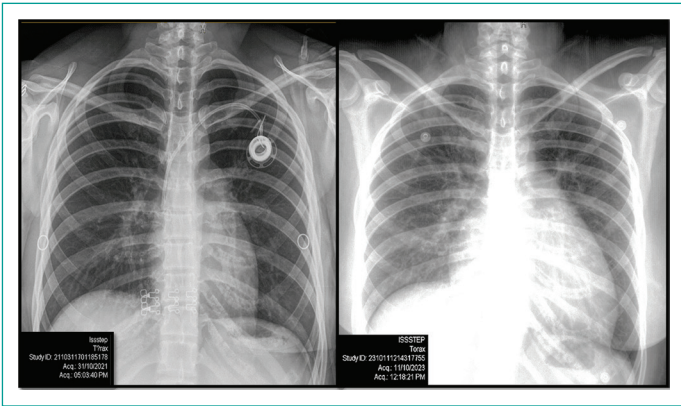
Se comparan 2 radiografías de tórax en proyección PA de la paciente, a la izquierda imagen fechada del año 2021 mientras que la imagen de la derecha corresponde al mes de octubre 2023. Es evidente el incremento de la silueta cardíaca a expensas de crecimiento global de cavidades.
